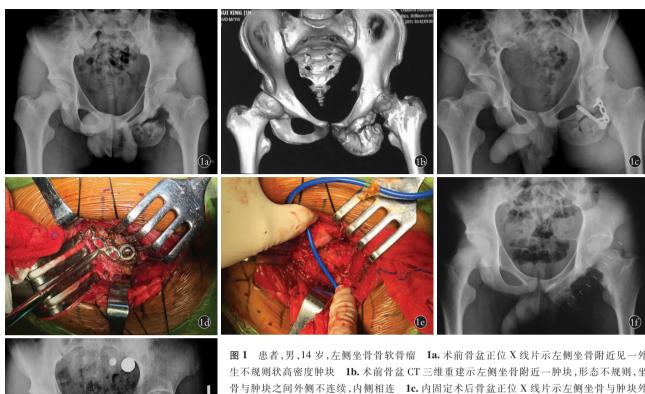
患者,男,14岁,左侧坐骨骨软骨瘤 1a. 术前骨盆正位 X 线片示左侧坐骨附近见一外生不规则状高密度肿块 1b. 术前骨盆 CT 三维重建示左侧坐骨附近一肿块,形态不规则,坐骨与肿块之间外侧不连续,内侧相连 1c. 内固定术后骨盆正位 X 线片示左侧坐骨与肿块外侧可见一螺钉及钢板固定 1d. 第 1 次术后 24 d 再次手术,术中拆除内固定前,见一螺钉及钢板固定肿物与坐骨支 1e. 术中拆除内固定后,见肿块内侧有蒂与坐骨相连,外侧见肿块与坐骨间有一间隙 1f. 术后 2 d 骨盆正位 X 线片见左侧坐骨内侧一不规则肿物,与坐骨相连1g. 术后 18 个月骨盆正位 X 线片见左侧坐骨内侧一不规则肿物,与坐骨相连,较之前对比未见明显增大
